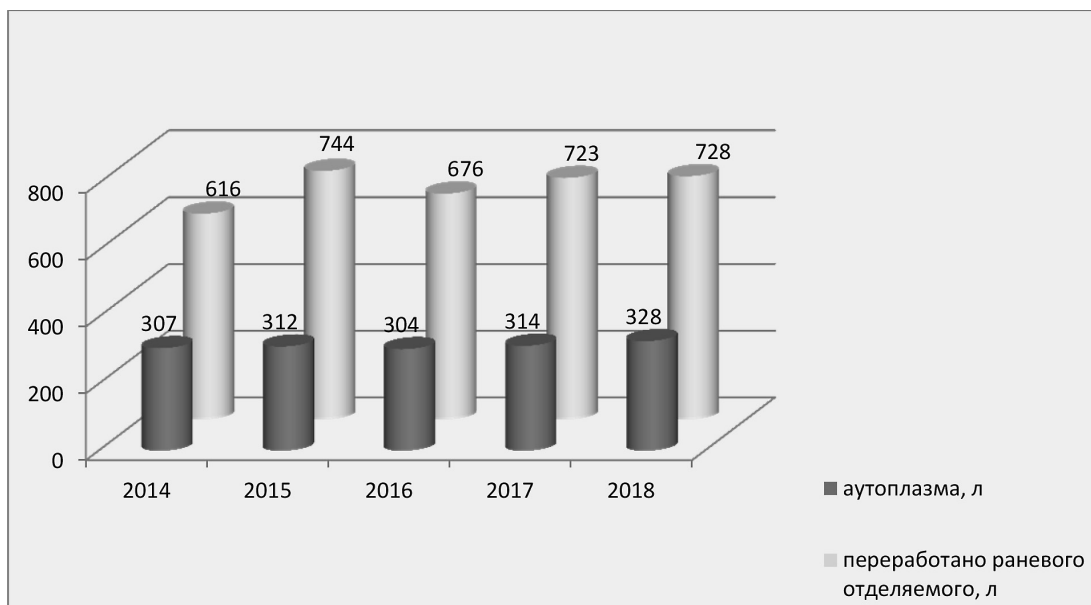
Трансфузиологическое кровосбережение в РНЦХ: предоперационная заготовка аутологичной плазмы, интраоперационная реинфузия (переработано раневого и дренажного отделяемого)
